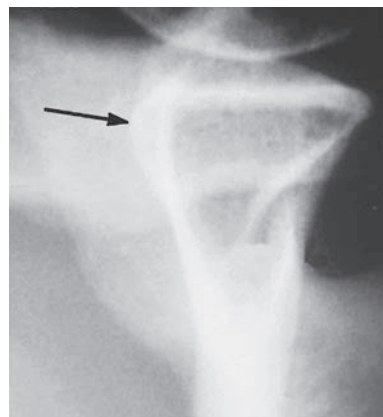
Radiographie d'épaule en profil glénoïdien montrant un rebord ventro-caudal lésé.
